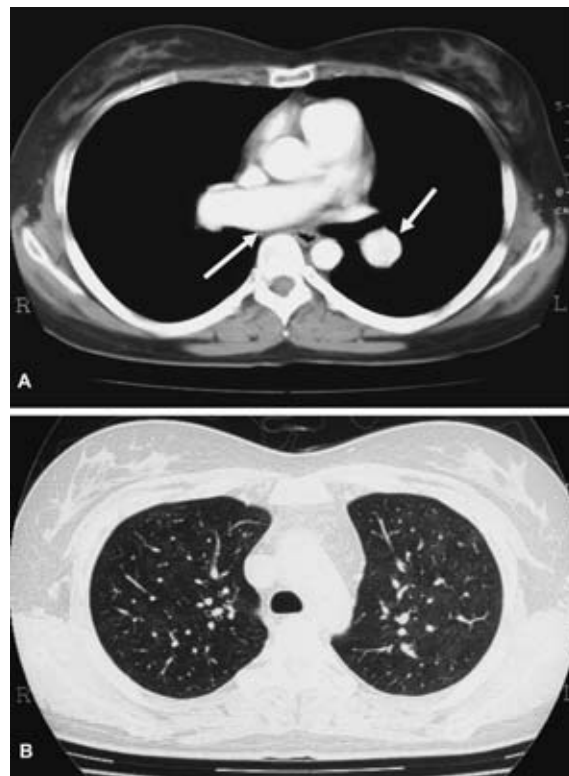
Chest CT scan on admission shows A) enlargement of the main and left pulmonary arteries (arrows) and B) mosaic pattern shadows in the upper lobes of the lung.
